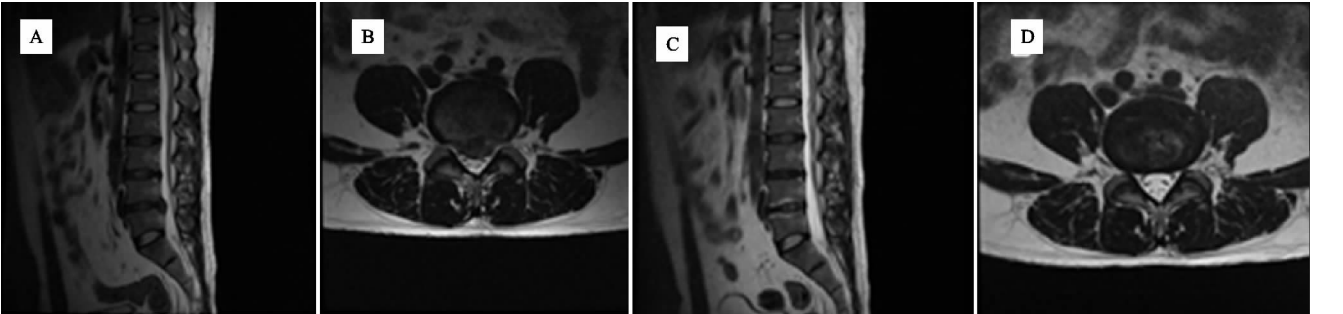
患者,男,33 岁,初诊时腰椎 MRI 提示 L_{4~5}巨大中央型椎间盘突出;予口服中药等保守治疗 6 个月后复诊 MRI 提示突出椎间盘已经基本消失
